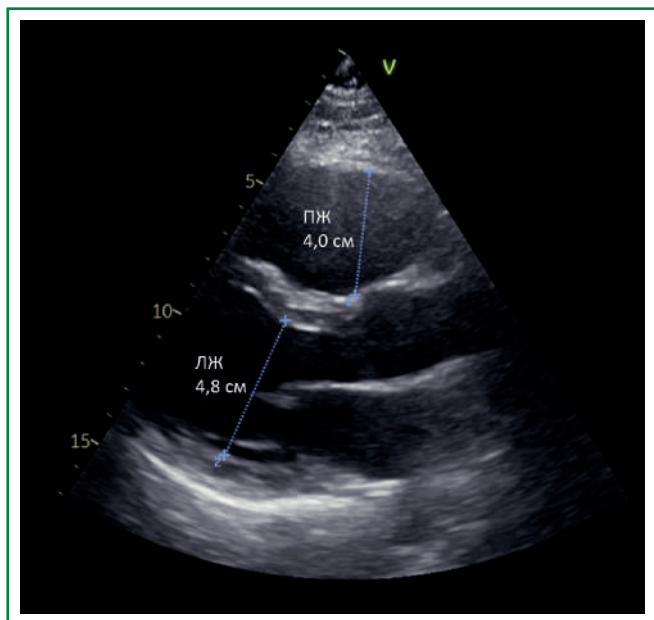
Эхокардиограмма. Парастеральный доступ, длинная ось левого желудочка. Увеличение передне-заднего размера правого желудочка. Левый желудочек не увеличен.
